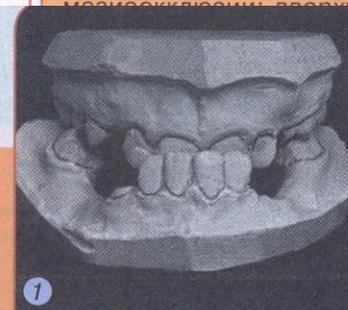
Диагностические модели челюстей мальчика 10 лет: мезиоокклюзия, ранняя потеря временных моляров на нижней челюсти; резкая ретрузия резцов верхней и нижней челюстей; несоответствие в расположении передних точек апикальных базисов зубных рядов в переднезаднем направлении; сагиттальная щель между центральными резцами 12,5 мм; глубокое резцовое перекрытие (1, 2); в процессе лечения достигнуто краевое смыкание резцов, лечение продолжается (3)
